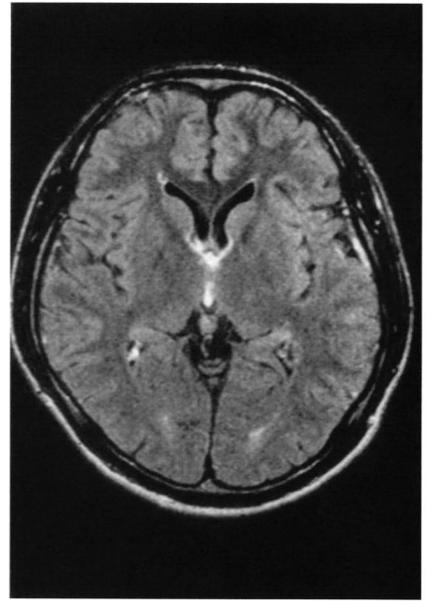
Case 4 : MRI (T2) one and a half years after trauma.
